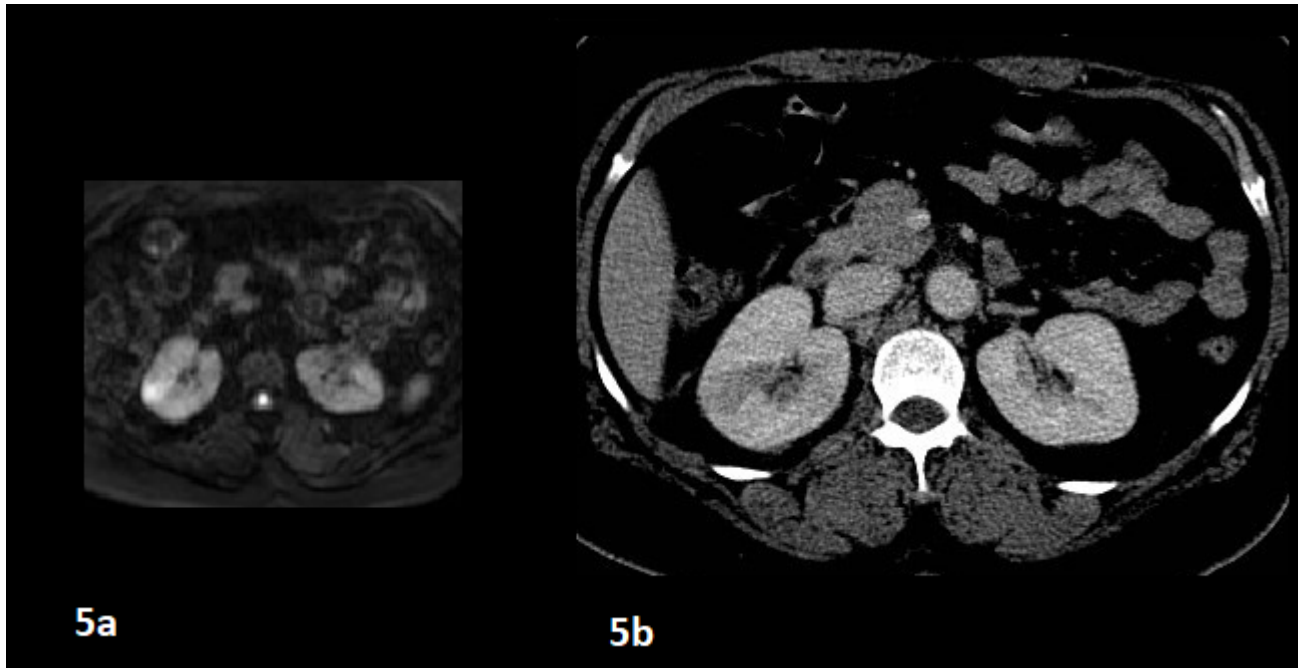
a, b - quadro di pielonefrite acuta: perfetta corrispondenza tra l'area di alterata perfusione del parenchima renale destro e l'area di aumentata restrizione nella sequenza DWI (B600).
